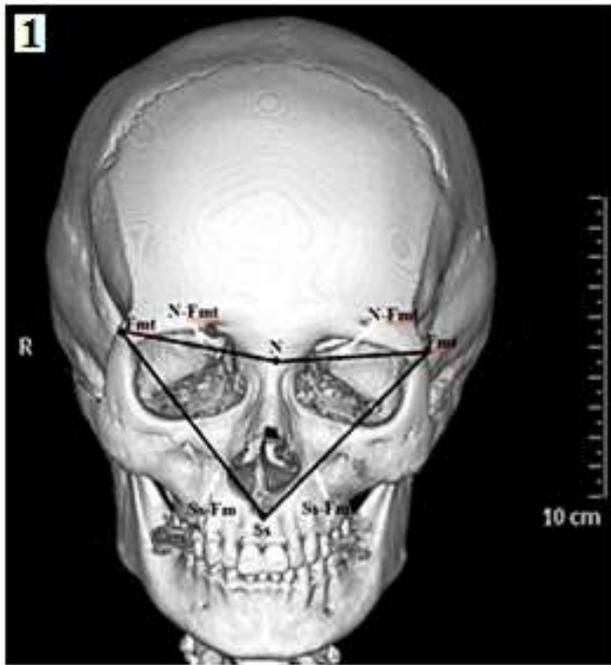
СКТ черепа, вид спереди (SSD изображение оттененных поверхностей). Определение асимметрии лицевого черепа с помощью «веерного» метода при брахикранном (1), мезокранном (2) и долихокранном (3) типах черепа. Стрелками указаны наибольшие размеры
